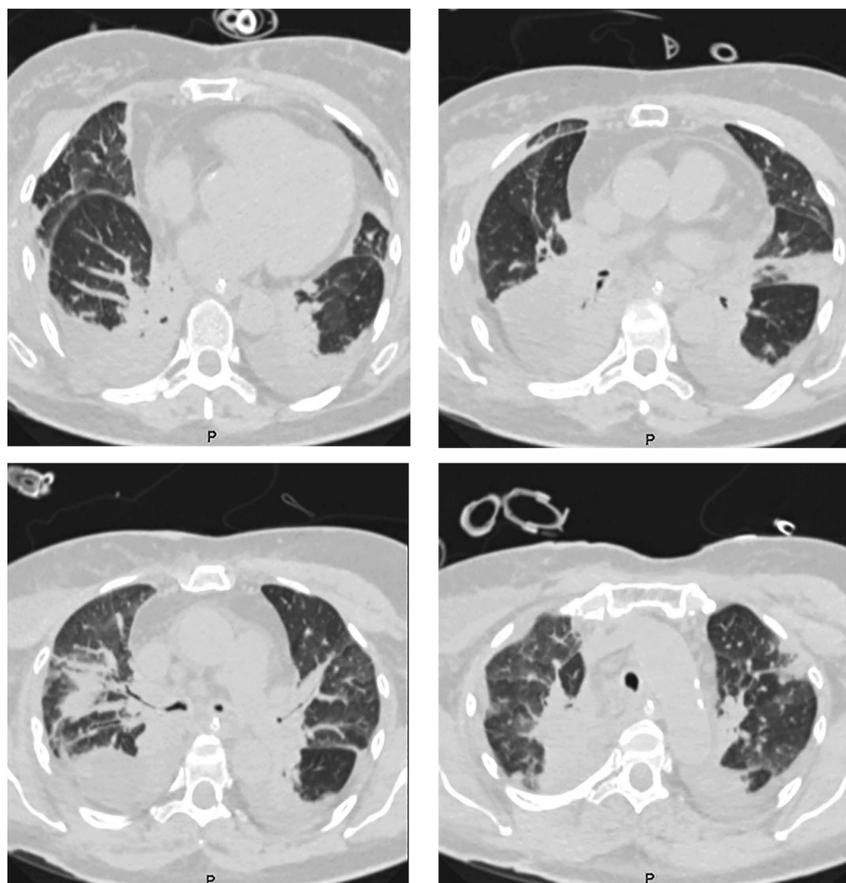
Tomografía simple de tórax que evidencia consolidación neumónica más atelectasias.
